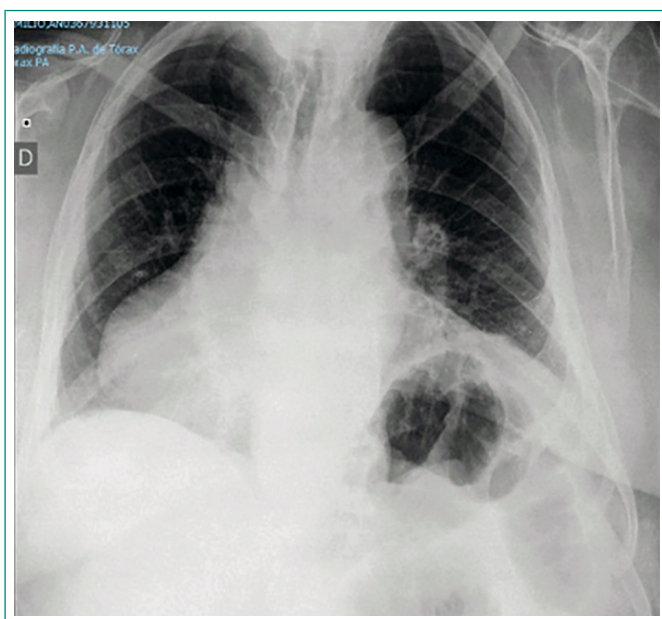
Dextroposición cardíaca en radiografía simple de tórax
